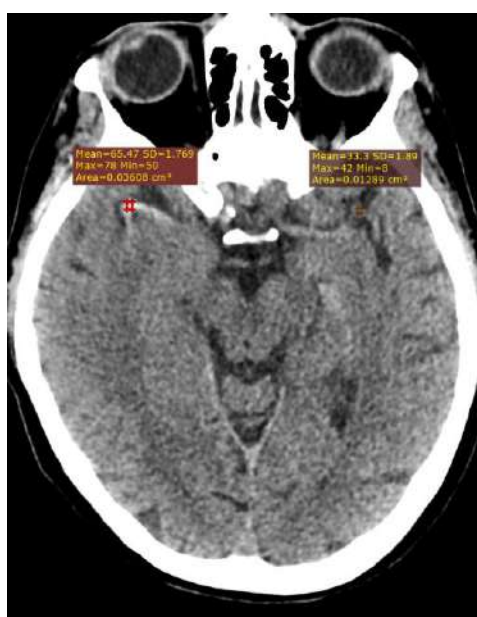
ОНМК по ишемическому типу в бассейне правой средней мозговой артерии. Данные КТ- исследования головного мозга, случай N1.
